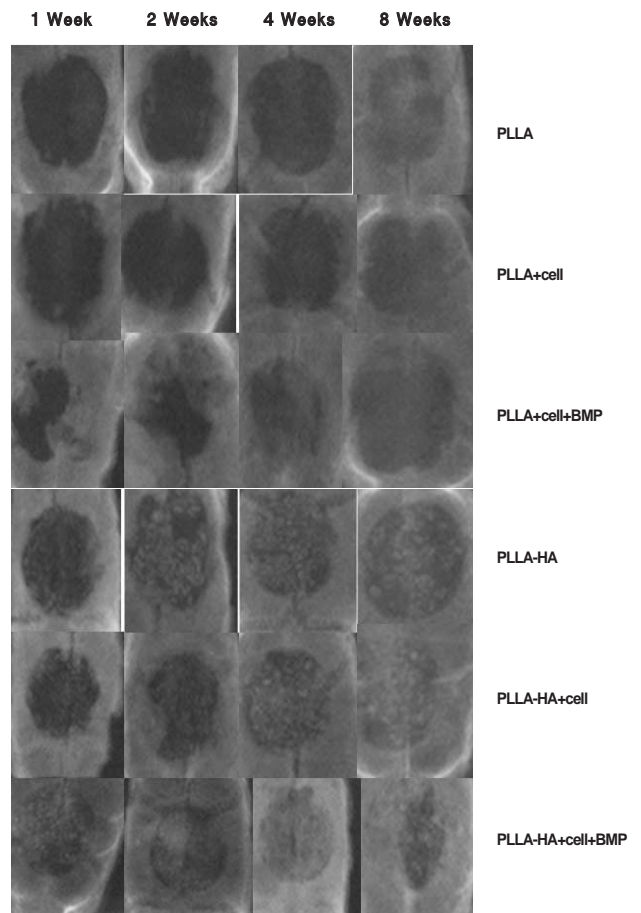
Soft X-ray findings.
